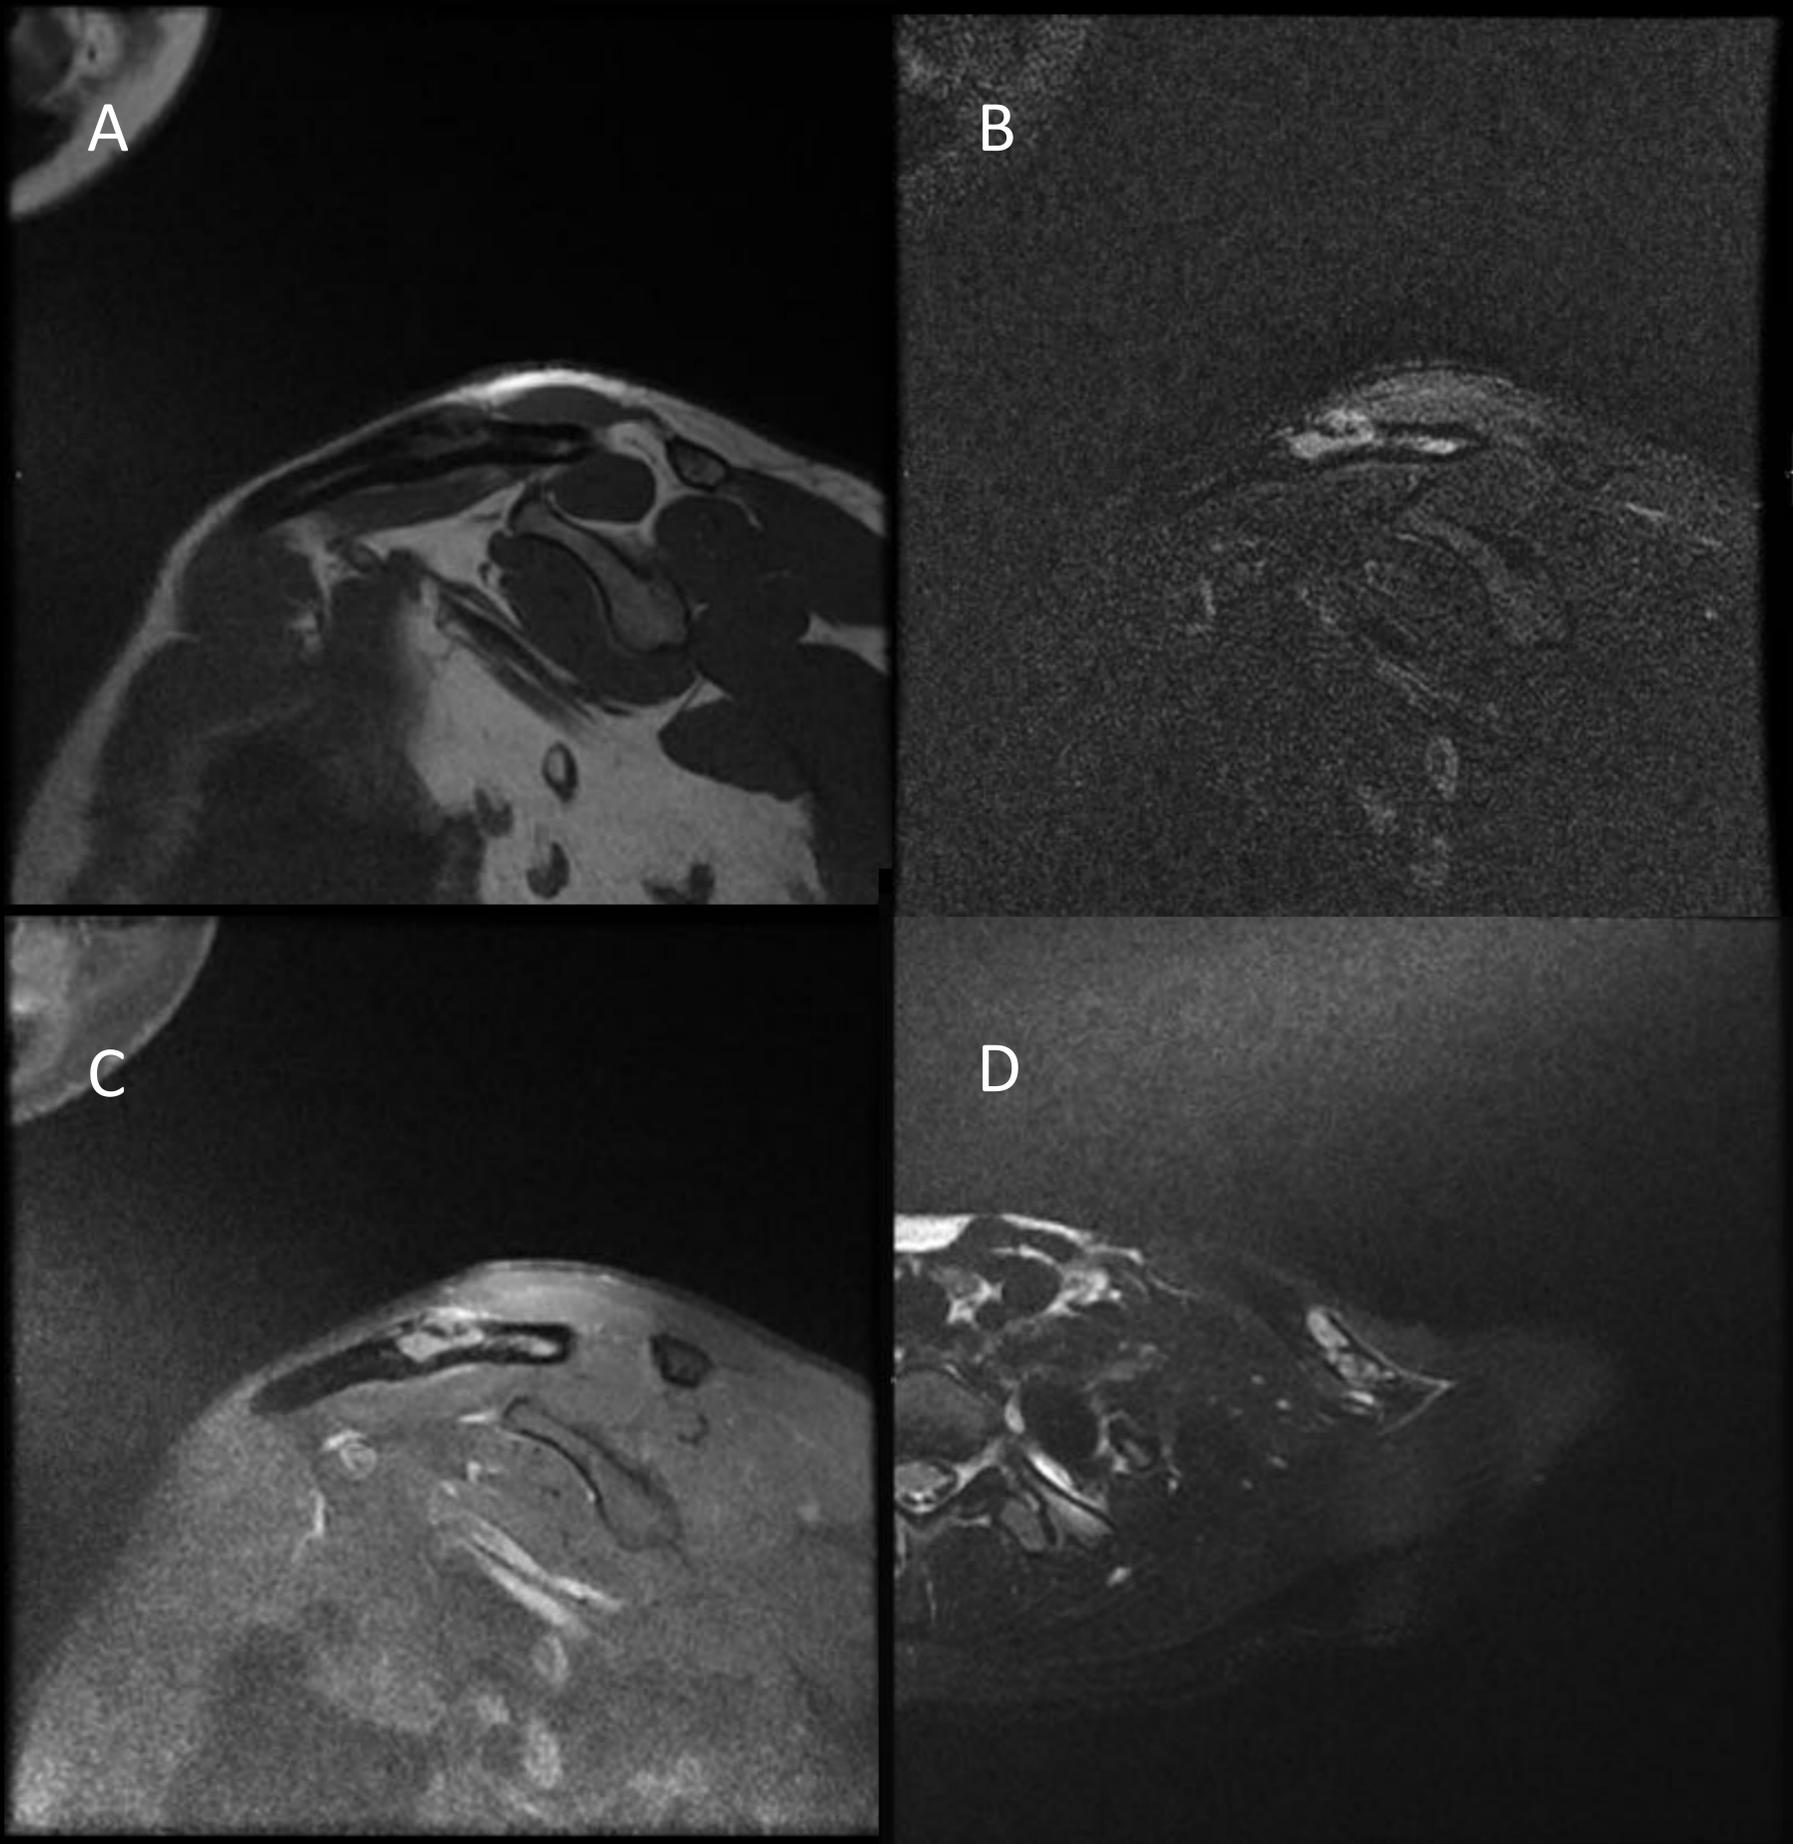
RM hombro izquierdo.
